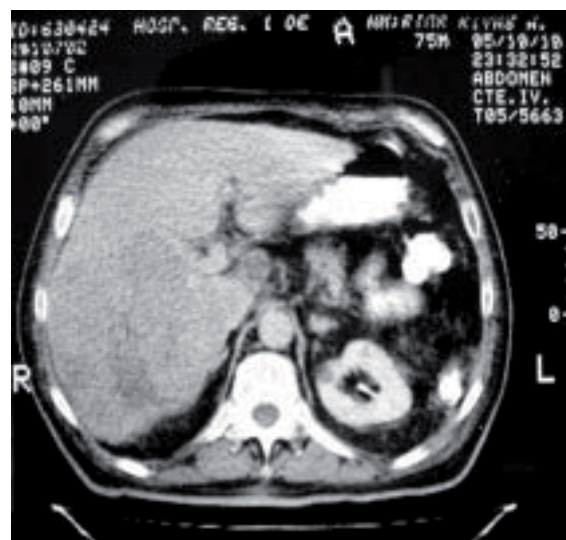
Corte axial de TC,; observando: lóbulo derecho de hígado heterogéneo con lesión hipodensa que no presenta reforzamiento con la administración de contraste IV
